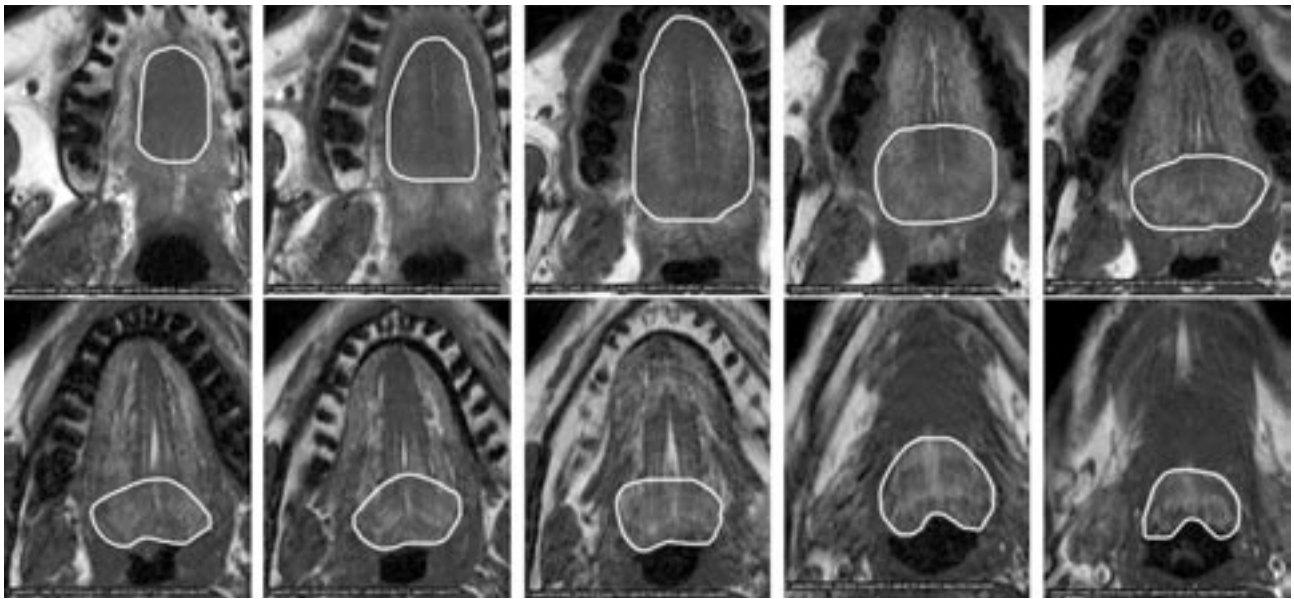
МР-томограммы языка, аксиальный срез. Белым цветом обведены контуры языка.
